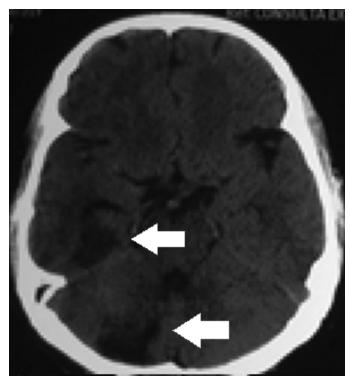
Tomografía Axial demuestra pequeños infartos en territorio posterior (Caso 2).
